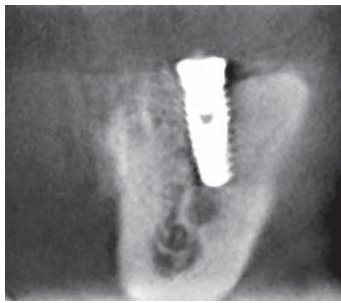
同じ症例のCT横断面画像。インプラント先端が骨管を破壊している可能性がある。
